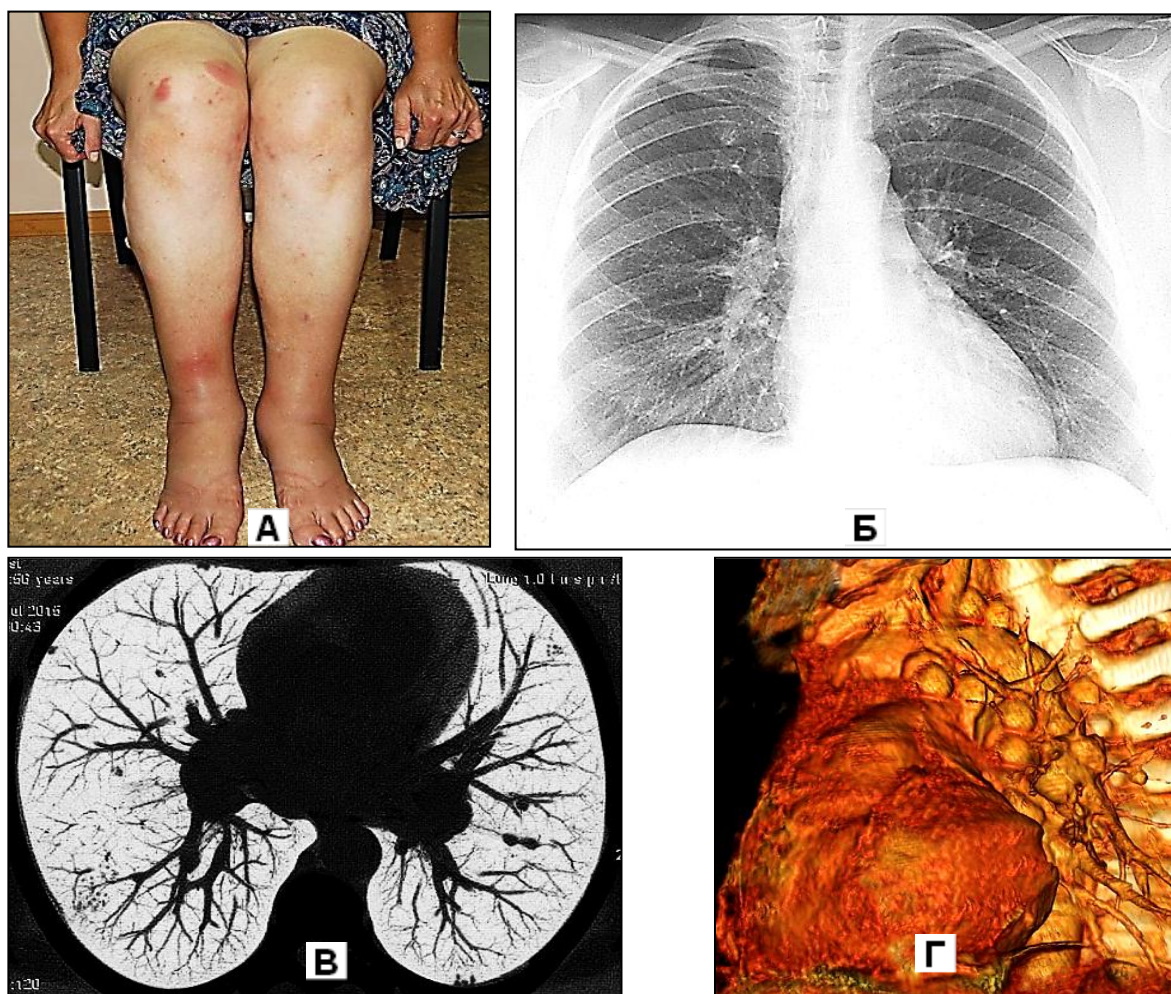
Больная О. 56 лет. Синдром Лёфгрена. А - Узловатая эритема кожи ног, отечность голеностопных и коленных суставов (признаки артралгии коленных и голеностопных суставов). Б – Рентгенограмма органов грудной клетки во фронтальной плоскости – патологических изменений не выявлено, легочный рисунок и корни легких структурные. В - аксиальный томографический срез (проекция Inv.MIP): определяются единичные, местами сгруппированные мелкоочаговые (до 0,3-1,5 мм) уплотнения (гранулемы). Г - 3D-реконструкция в левой косой проекции - дифференцируются множественные увеличенные бронхопульмональные и медиастинальные лимфоузлы.
